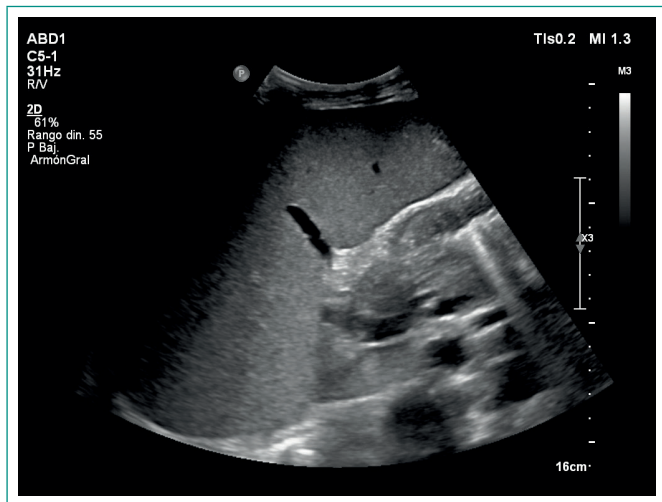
Ecografía abdomino-pélvica.
